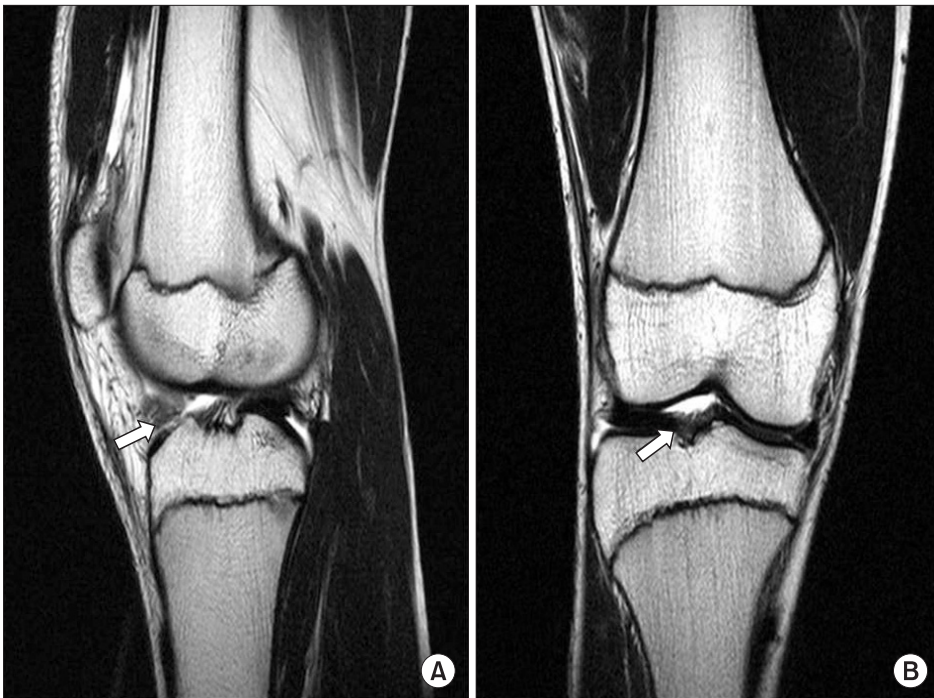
Case 2. Sagittal (A) and coronal (B) T2-weighted MR images show low-intermediate signal intensity mass anterior to tibial attachment site of ACL.
